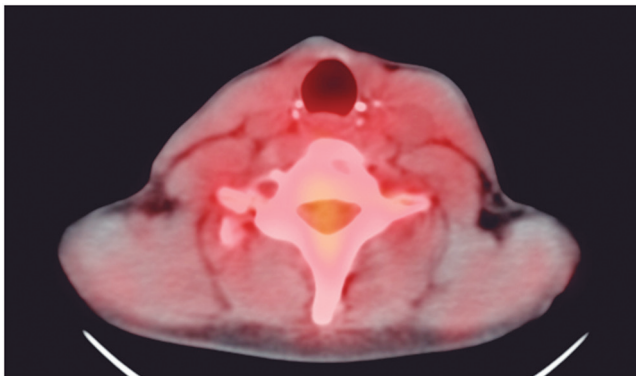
El PET con 18FDG confirma la ausencia completa de captación.
